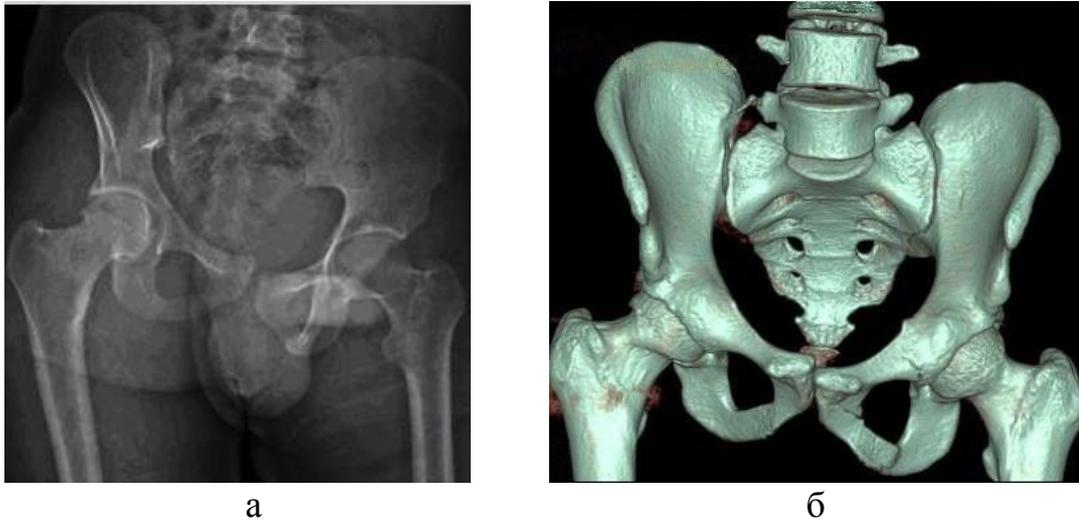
Рентгенограмма (а) и компьютерное моделирование таза на основании КТ-исследования (б) у больного М., 39 лет: разрыв в области крестцово-подвздошного сочленения справа, разрыв лонного сочленения, перелом лонной и седалищной костей слева с нарушением целостности тазового кольца и вертикальным смещением правой половины таза
